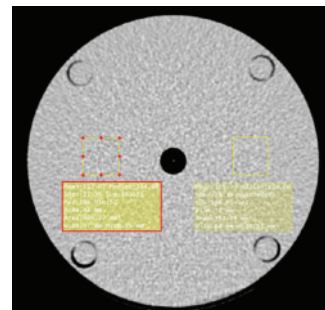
Axial CT image demonstrates locations of two regions of interest.
